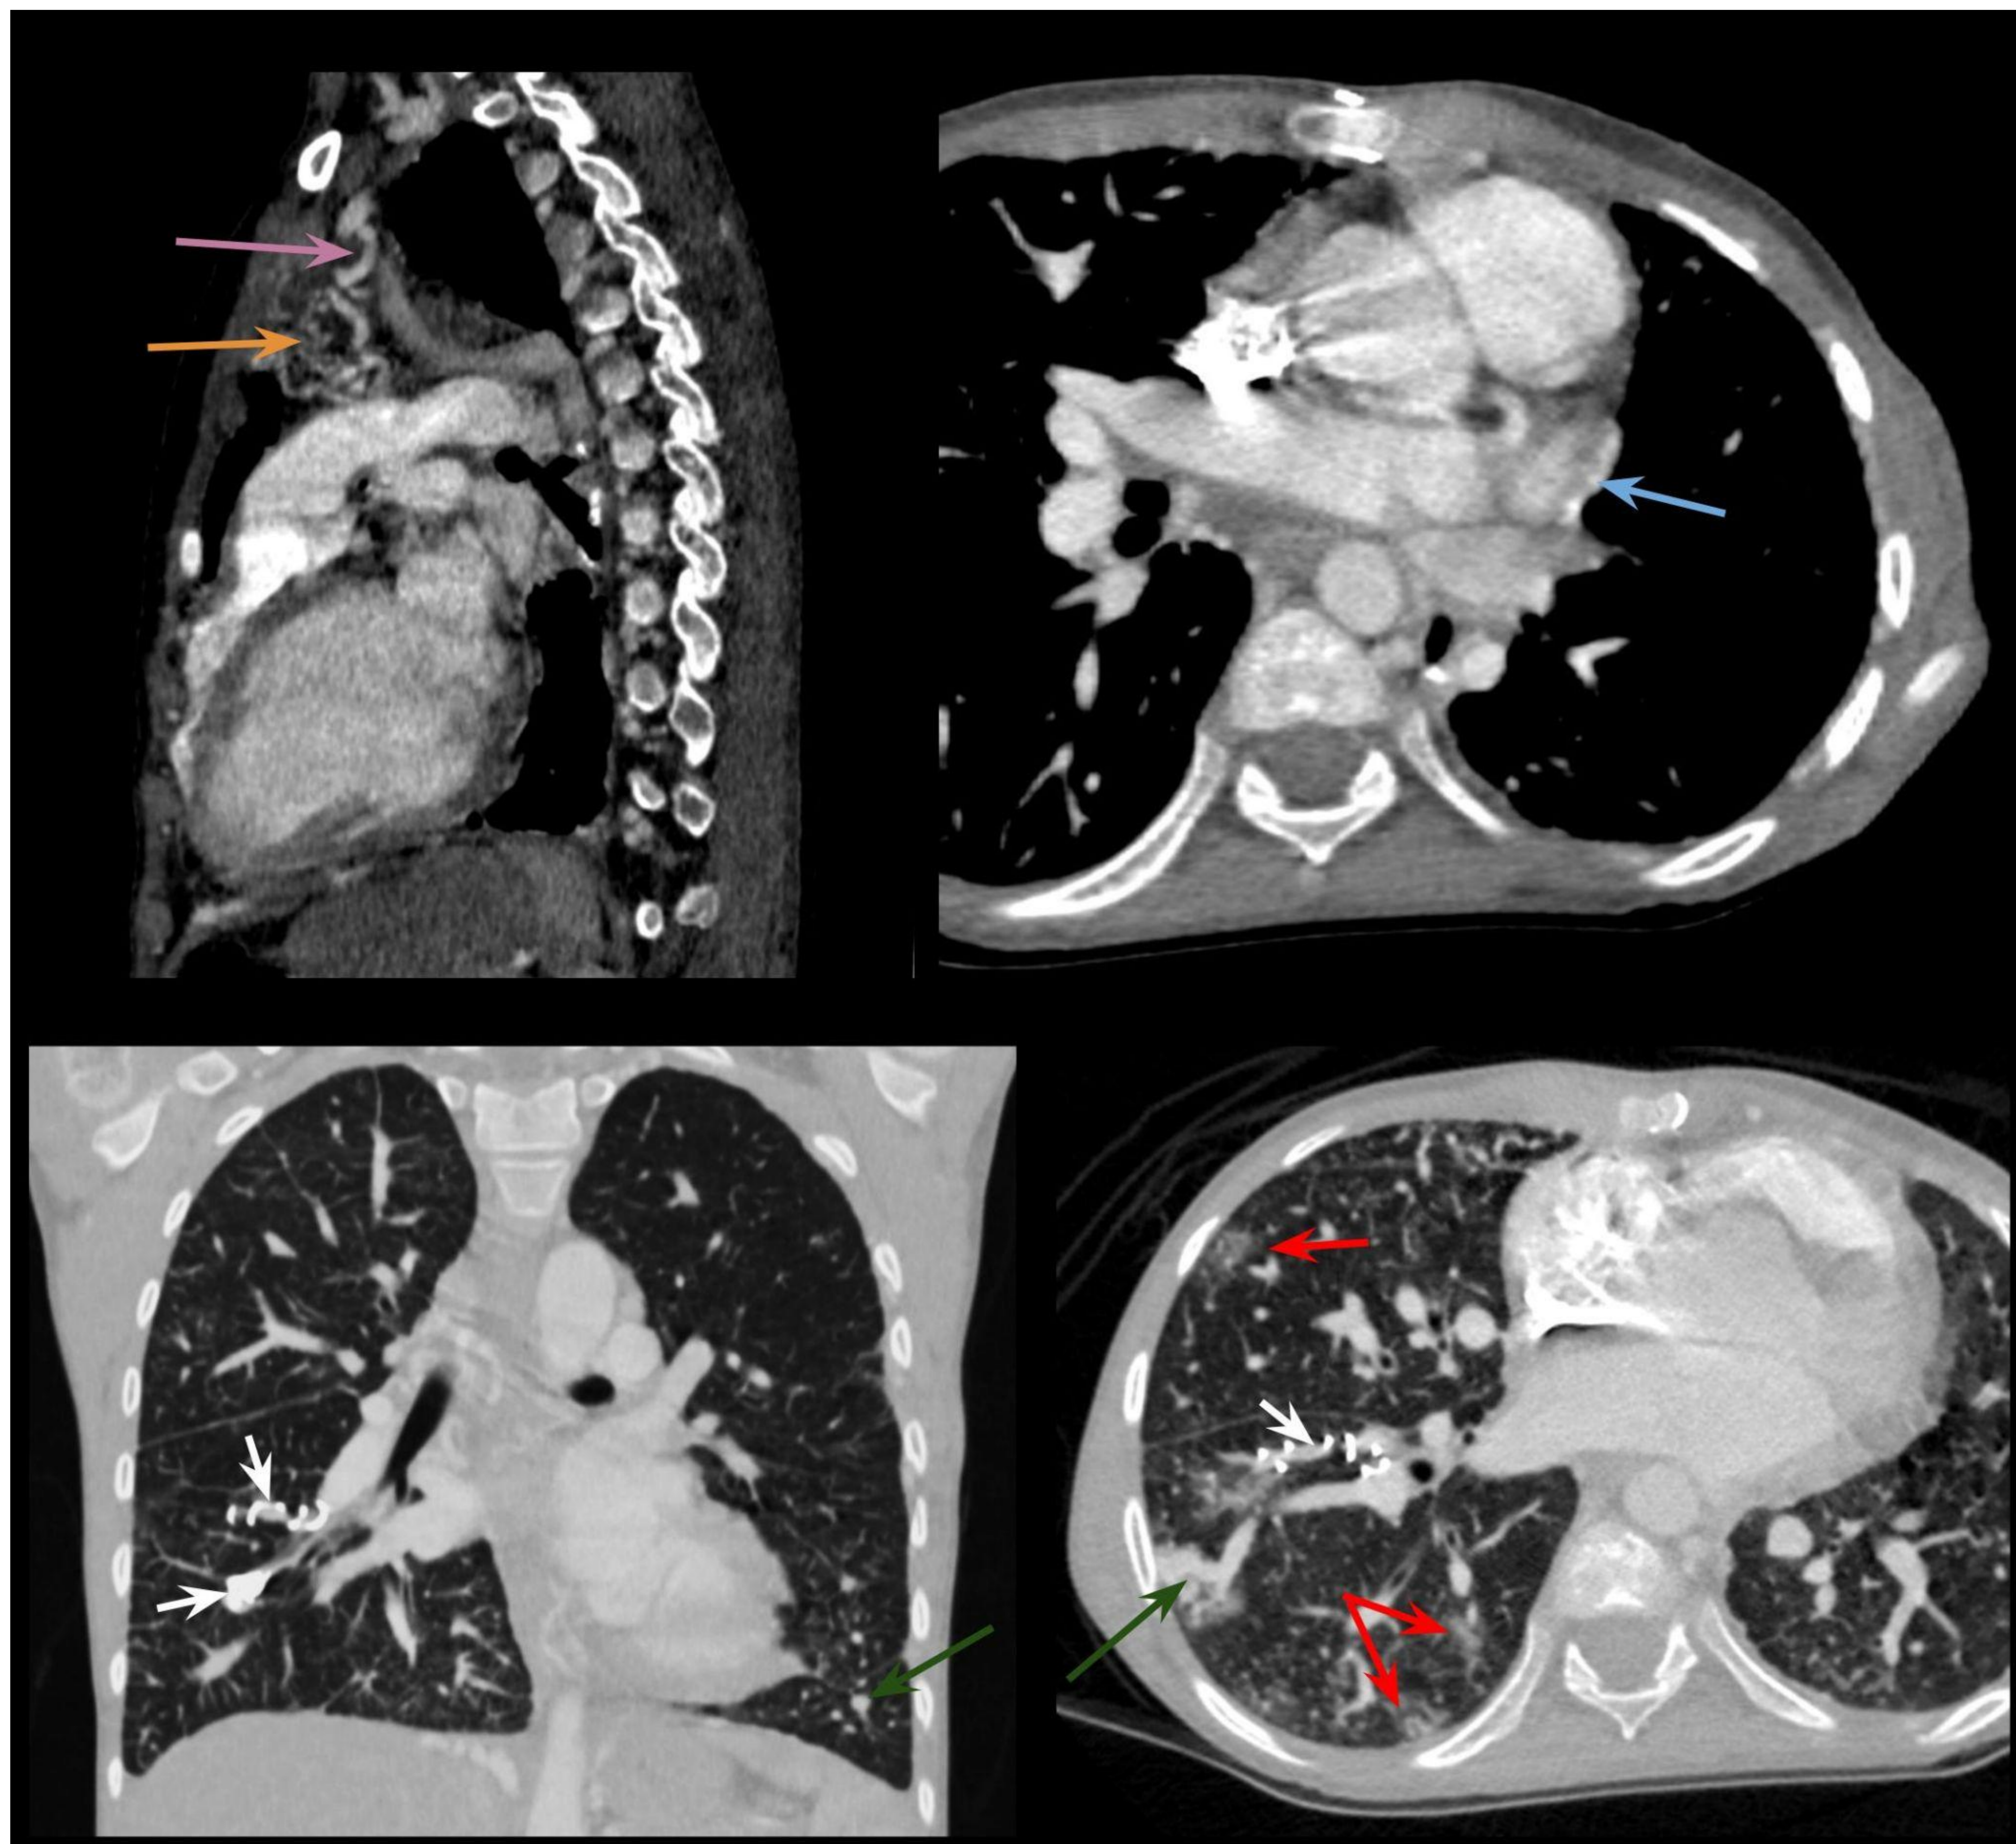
TC Tórax con contraste yodado IV. Reconstrucción sagital (A) y corte axial (B) en ventana de mediastino. Reconstrucción coronal (C) y corte axial (D) con ventana de pulmón. En la fila superior (A y B) se observa MAV simple en mediastino anterior (flecha amarilla) dependiente de la arteria MI izquierda (flecha rosa) con drenaje a vena pulmonar superior izquierda (flecha azul). En fila inferior (C y D) se observan MAV's pulmonares en LID y llingula dependientes de ramas pulmonares subsegmentarias, con drenaje a venas pulmonares inferiores (flechas verdes). En LID adicionalmente se observa material de embolización en ramas segmentarias y subsegmentarias (flechas blancas), que con la lesión presente no embolizada, engloban MAV difusa del LID. Se observan opacidades en "vidrio deslustrado" en LM y LID (flechas rojas) en relación a hemorragia alveolar.
